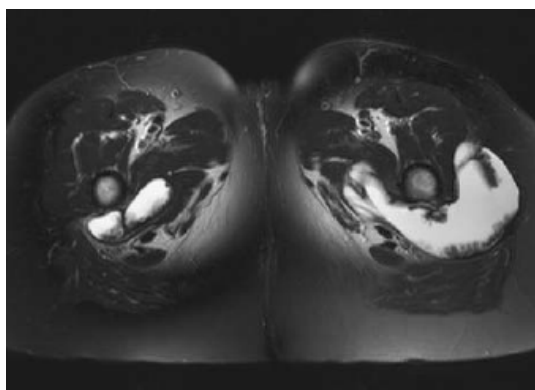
Aspect radiologique d'ARMD bilatéral sur vue axiale à l'IRM. Modifié de [115]
